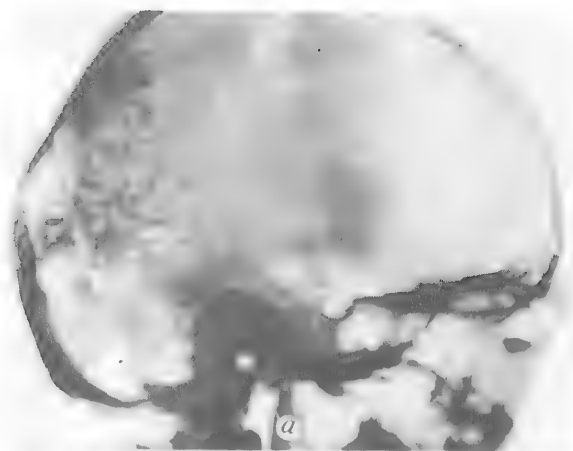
Боковые рентгенограммы черепа. Неопухолевое интракраниальное обызвествление:
